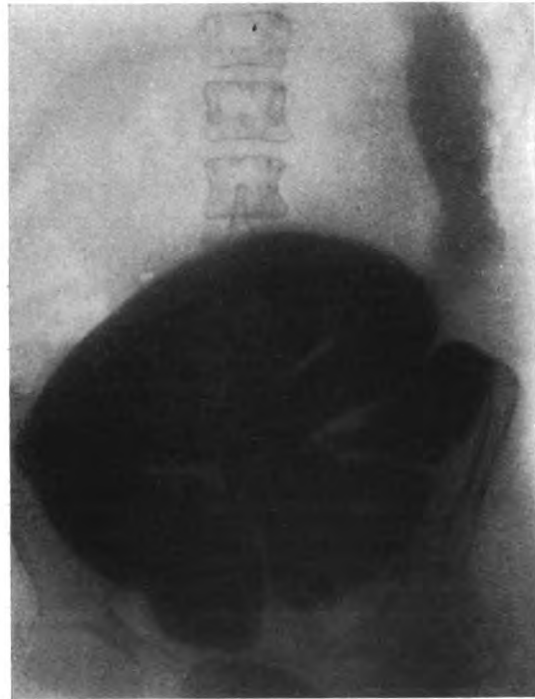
Röntgenaufnahme vom Mai 1922. Enorm erweiterte und verlängerte Flexura sigmoidea.
